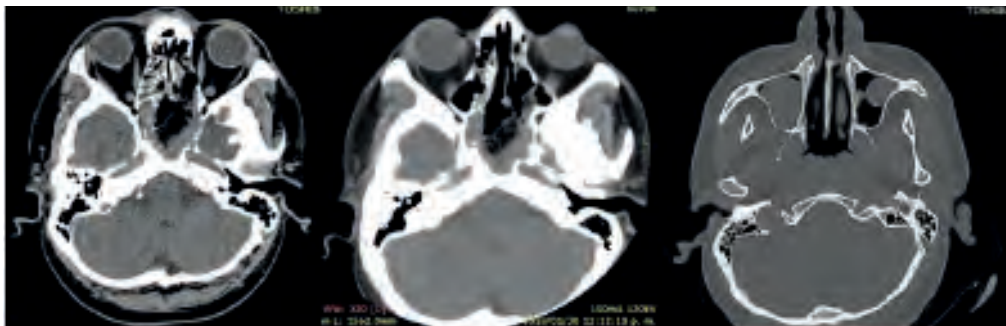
Tomografía posoperatoria. Engrosamiento mucoso y ocupación de celdillas etmoidales, cambios posquirúrgicos y disminución de tamaño de la lesión (A y B). Cambios por antróstomía bilateral con turbinoplastia del cornete medio en ambos lados, en ambos senos maxilares engrosamiento mucoso, niveles hidroaéreos y material hiperdenso que puede corresponder al hemoseno (C). Tomado de: Sistema de ayudas diagnósticas de la IPS Universitaria Clínica León XIII.
